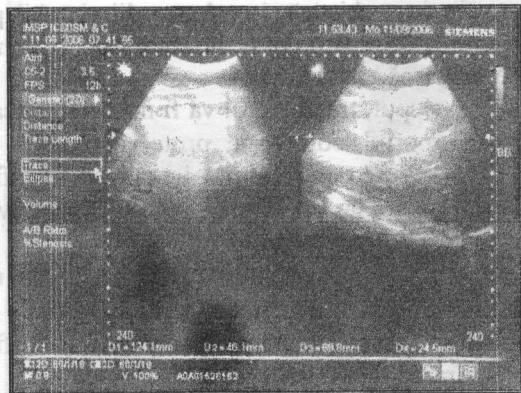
Ecografie: hipoplazie a rinichiului pe stânga (caz clinic).
